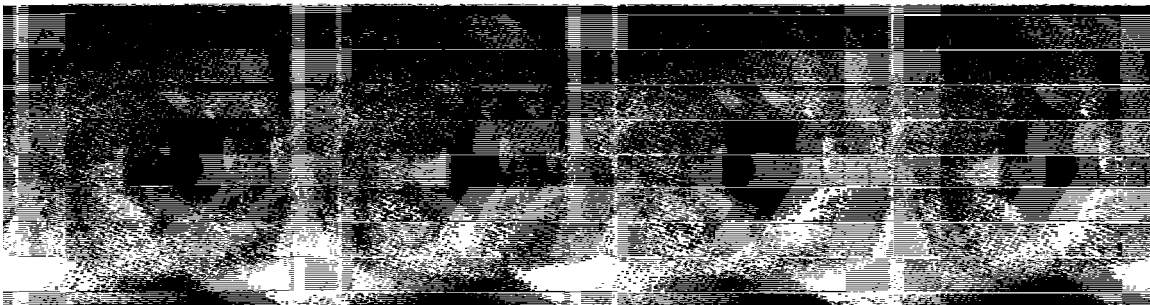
严重 ARDS 病人便携式胸部 CT 图像。左图病人通气 PEEP 为 20cmH₂O (1.96kPa)，右图为病人使用 PEEP40cmH₂O (3.92kPa)，气道支持压力 20cmH₂O (1.96kPa)，通气频率为 10/min，I:E 为 1:1，持续 2min 进行复张操作后，PEEP 维持 25cmH₂O (2.45kPa) (麻省总医院 Benjamin Medoff, 医生提供)
